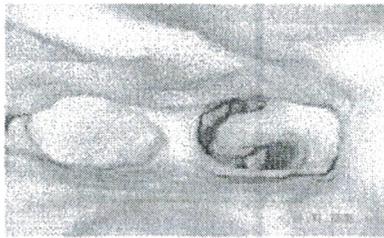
TDM 3D (forme membraneuse)
